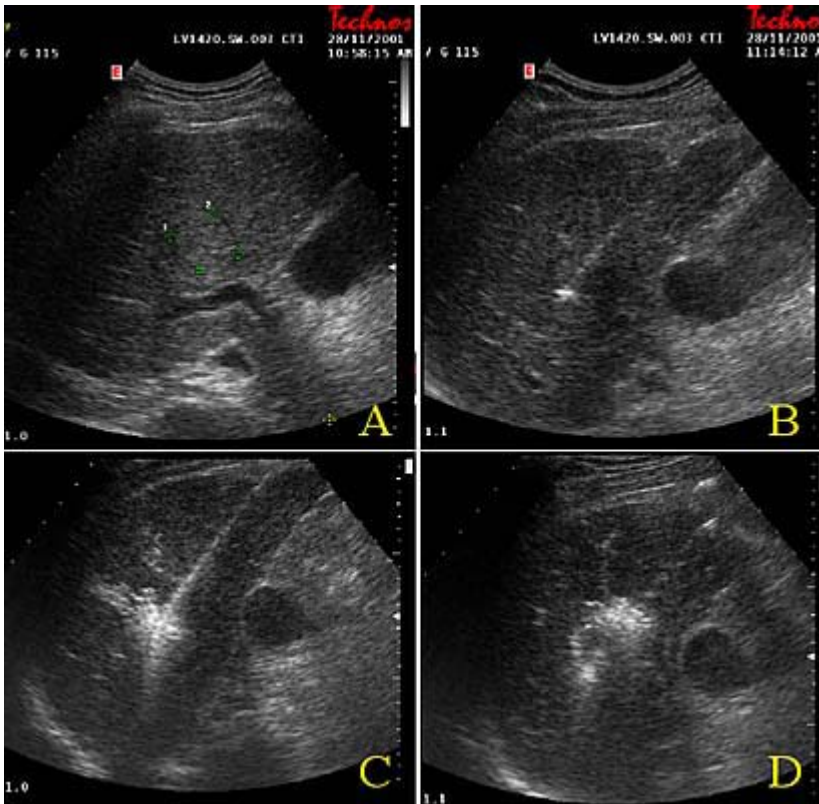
Trattamento di termoablazione di piccolo nodulo di HCC del lobo destro epatico. Una volta identificata la lesione da trattare (A), l'ago-elettrodo viene inserito al suo interno sotto guida ecografica (B) e si attiva successivamente il generatore di radiofrequenze: durante il trattamento i fenomeni di vaporizzazione associati all'effetto termico determinano la formazione di un'area iperecogena (C) che si estende progressivamente a tutto il nodulo.
